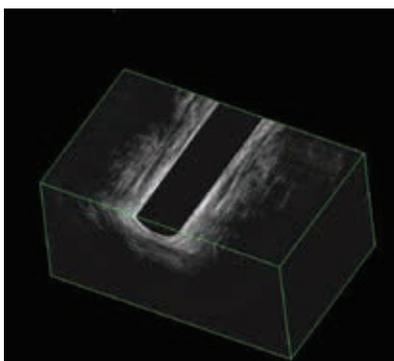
Трансректальное УЗИ (февраль 2020 г.): патологические полости и свищевые ходы не выявлены
